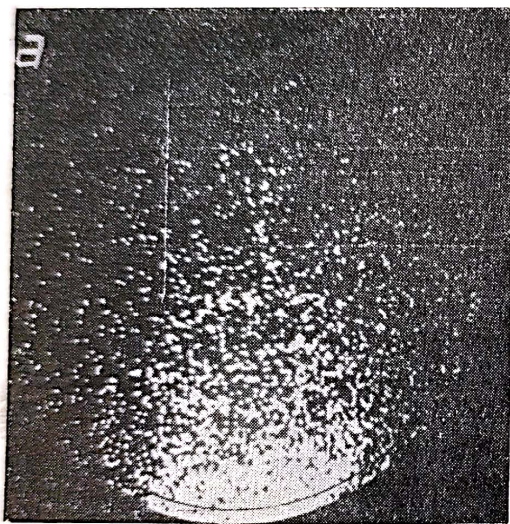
Imagini angioscintigrafice normale obținute cu 10 mCi i.v. de $^{99m}\text{TcO}_4$ în incidență A-P. (a — la 8 sec. de la injectare, făcând vizibil arborele arterial intracerebral; b — la 12 sec., fază capilară și c — la 16 sec., fază venoasă și sinusurile venoase mediane.
